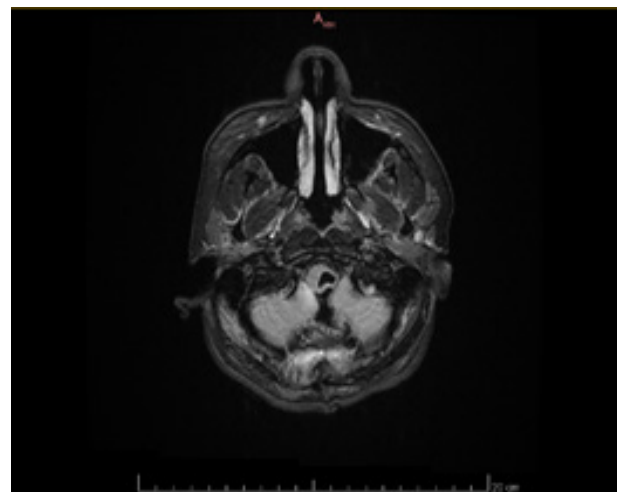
Resonancia Magnética Nuclear en Corte Axial en T1 en la que se observa el quiste de mucho menor volumen, se pierde la tracción al tallo cerebral.
